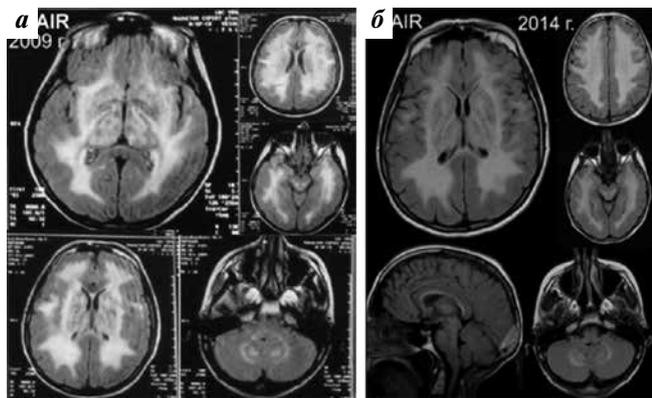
МРТ головного мозга больной К. в 37 лет (а) и 42 года (б). Установлено диффузное равномерное повышение МР-сигнала в режимах T1, T2 и FLAIR (представлен на рисунке) от белого вещества всех отделов больших полушарий, базальных ядер, наружной и внутренней капсул, области ядер ствола мозга, таламуса и неравномерное снижение МР-сигнала в медиальных отделах гемисфер мозжечка, мозолистом теле, проводниках ствола. МР-картина без существенных изменений относительно исследований 2009 и 2014 гг.
